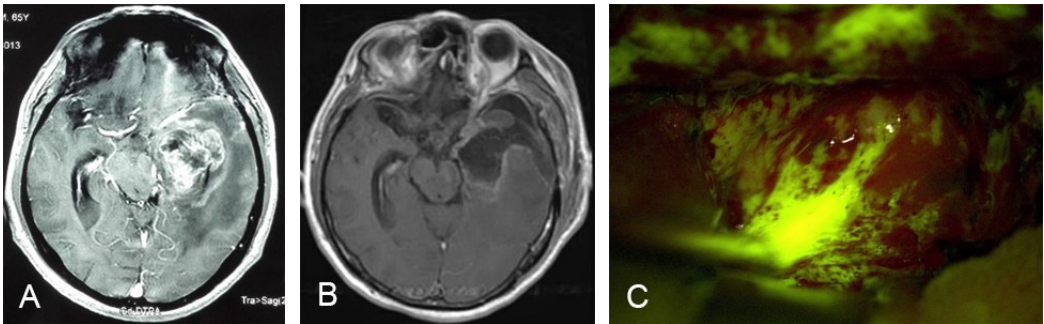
左颞枕叶高级别胶质瘤荧光素钠引导下手术前后MRI及术中荧光素钠显影表现
